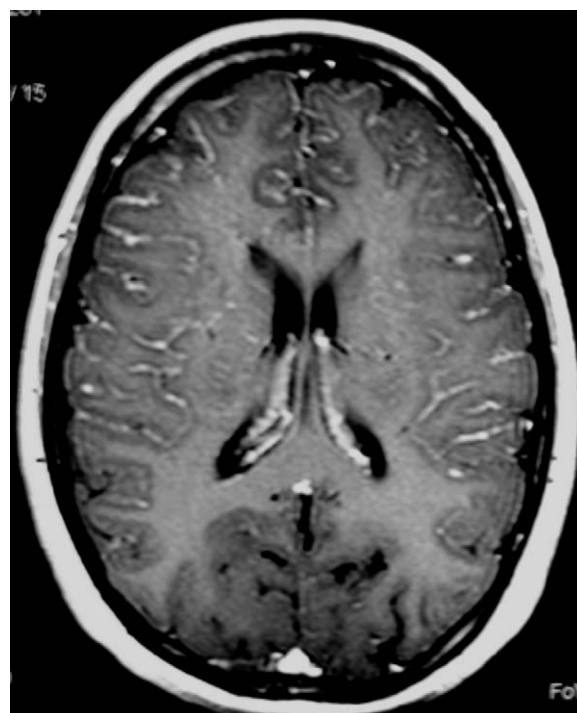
Resonancia magnética de encéfalo, secuencia T1 post contraste, plano axial.
